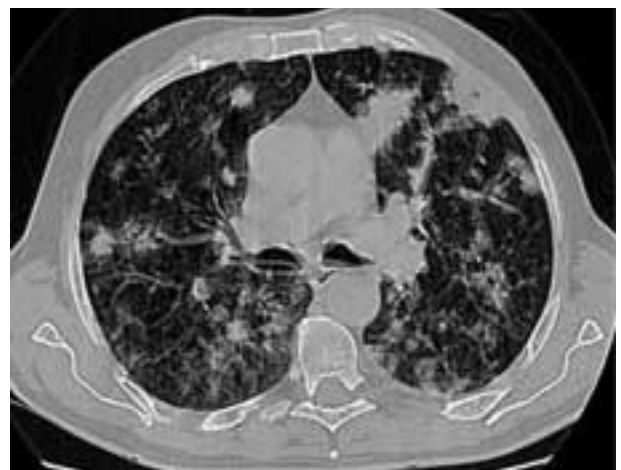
TC en ventana de parénquima muestra como los nódulos presentan una pobre definición de su contorno con el parénquima adyacente que aparece discretamente aumentado de densidad. Algunos nódulos muestran cavitación central, contenido aéreo en su interior (zona superior derecha de la imagen).
